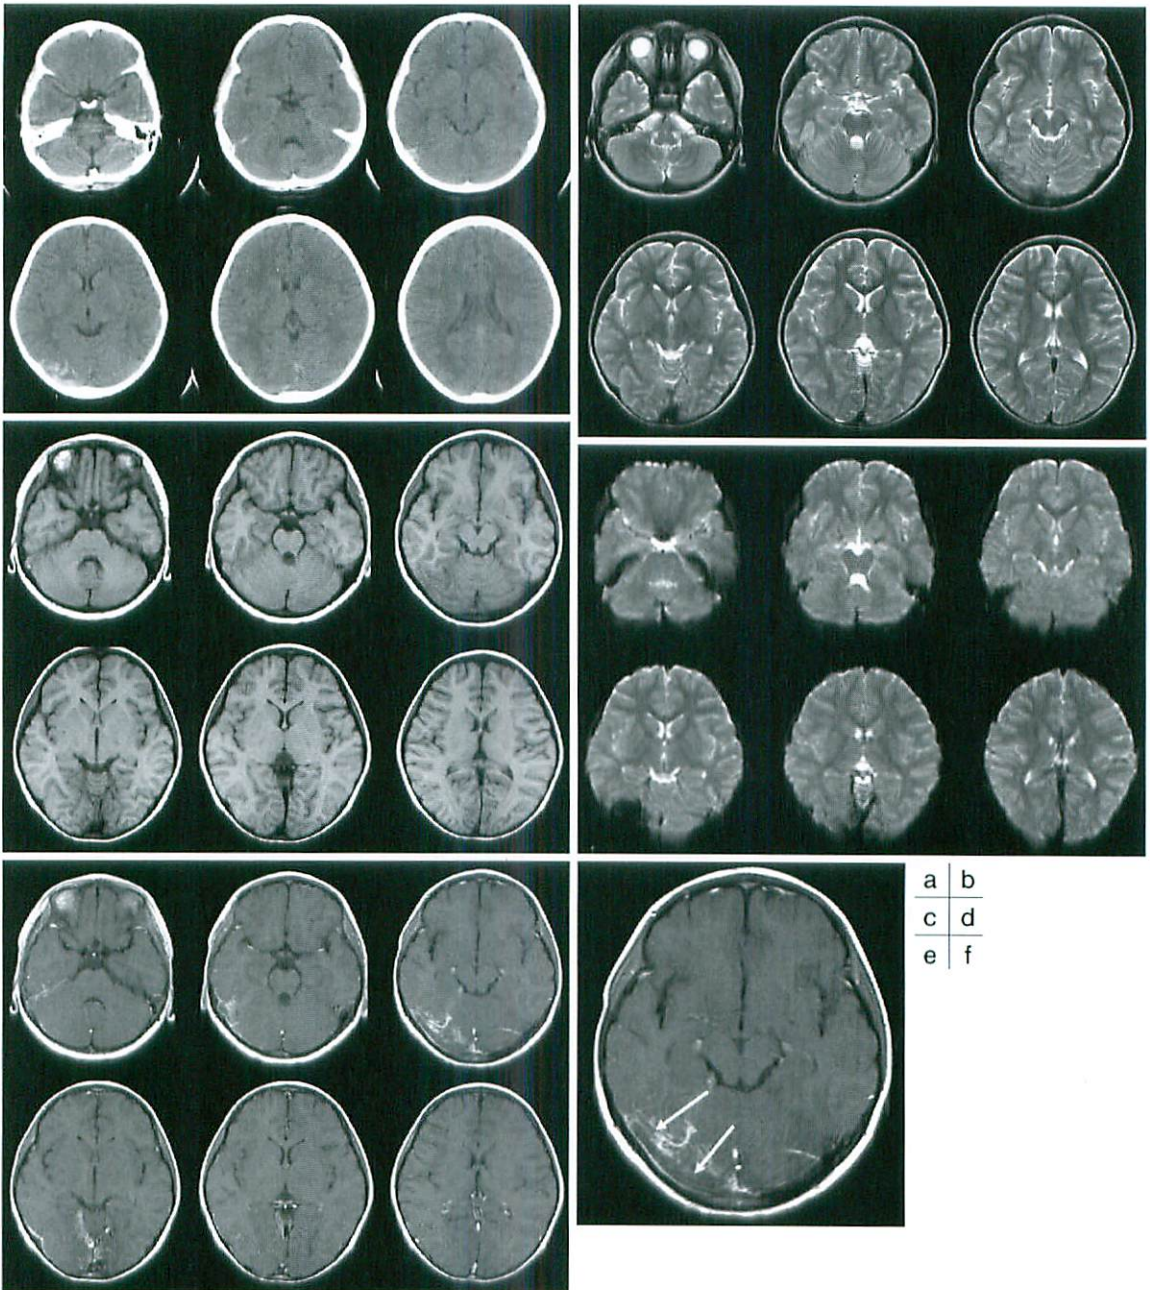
Five-year-old girl presented with headache and vomiting during treatment for fever by family physician. Her brain CT shows right occipital subcortical hemorrhage (a). Subsequent MRI shows isointense hemorrhage signal (b-c). T2* weighted images show prominent signal void in the right occipital white matter (d). Contrast-enhanced axial T1 weighted images (e) reveal non-opacified right transverse sinus, so-called empty sinus sign (f). She was diagnosed as transverse sinus thrombosis of unknown etiology.
